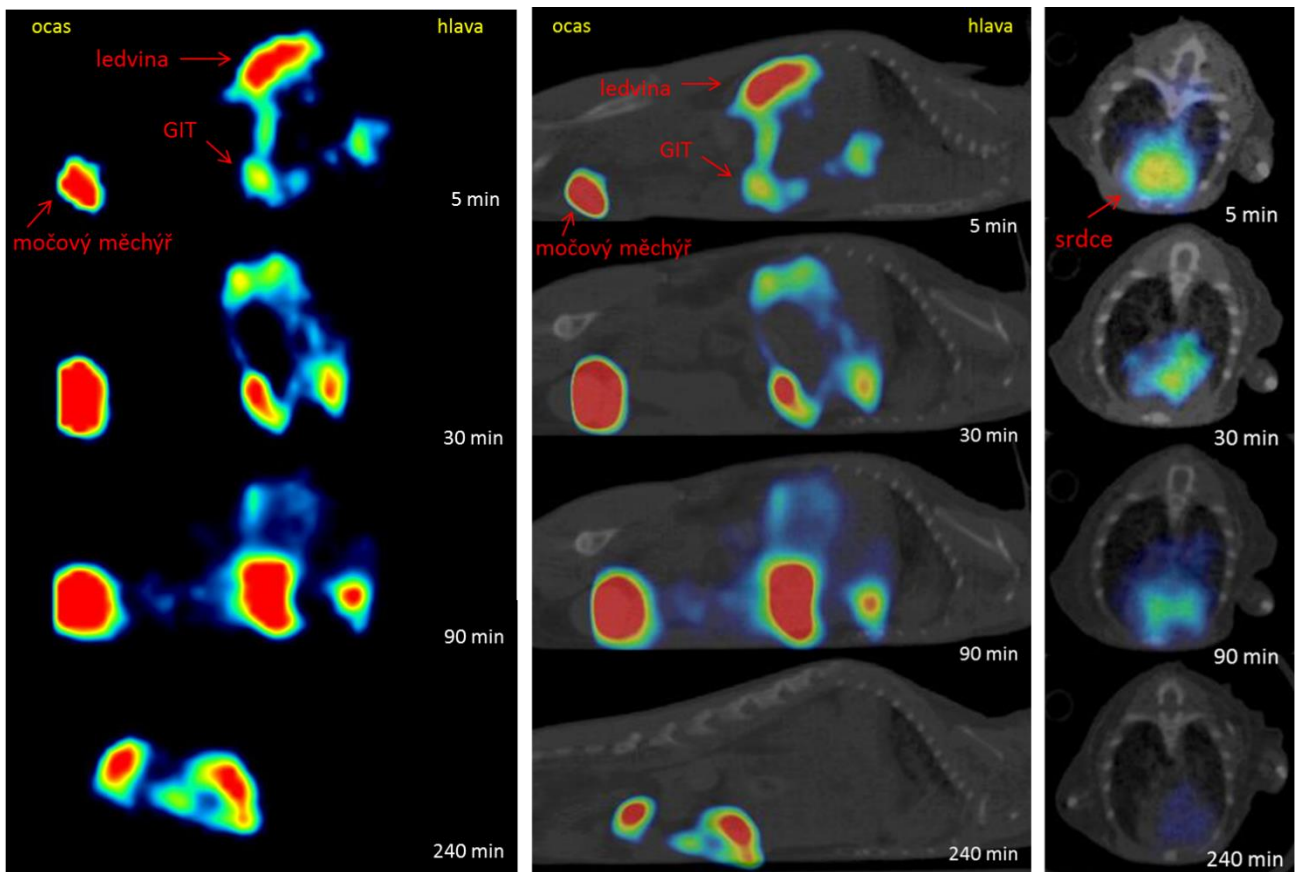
Biodistribuce ^{99m}Tc -hydroxymetylen difosfonátu v organismu myši (sagitální rovina), SPECT obraz vlevo, SPECT/CT obraz vpravo
